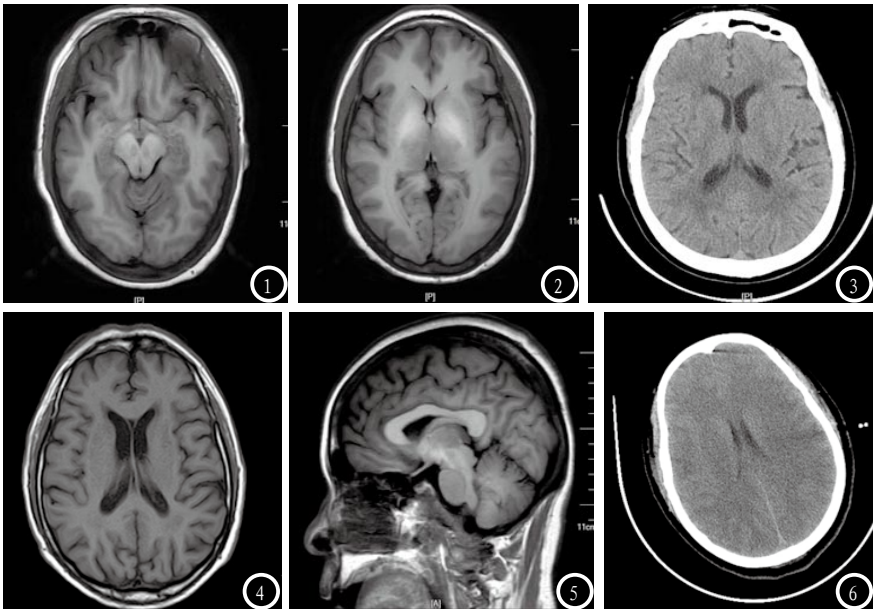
中脑腹侧高信号。图2 与图1同一患者 T1WI序列呈现双侧基底节苍白球区高信号。图3 多层螺旋CT出现脑萎缩。图4 MRI出现脑萎缩。图5 矢状位T1WI示 中脑腹侧高信号。图6 多层螺旋CT出现弥散性水肿变化。
